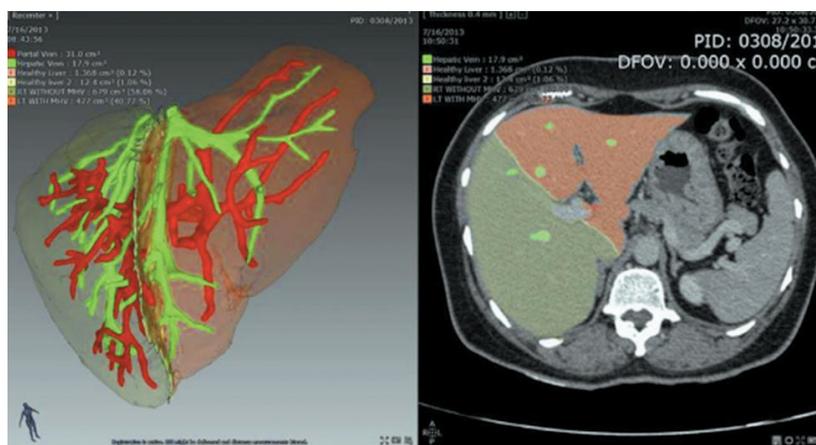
Предоперационная компьютерная томография донора. Слева – сосудистая архитектура печени (печеночные вены обозначены зеленым цветом, воротная вена и ее ветви – красным). Справа – линия резекции, будущий трансплантат (зеленый) и остающаяся донору часть паренхимы (коричневый)
